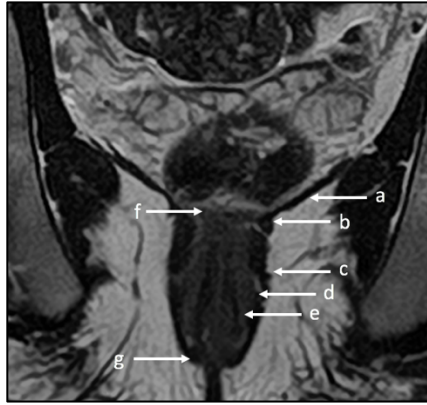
Coupe IRM T2 coronale HR centrée sur le canal anal : a(levator ani), b(puborectalis), c(sphincter externe, trois portions de haut en bas :profonde, superficielle et sous cutannée), d(espace intersphincterien), e(sphincter interne), f(jonction anorectale), g(marge anale).
